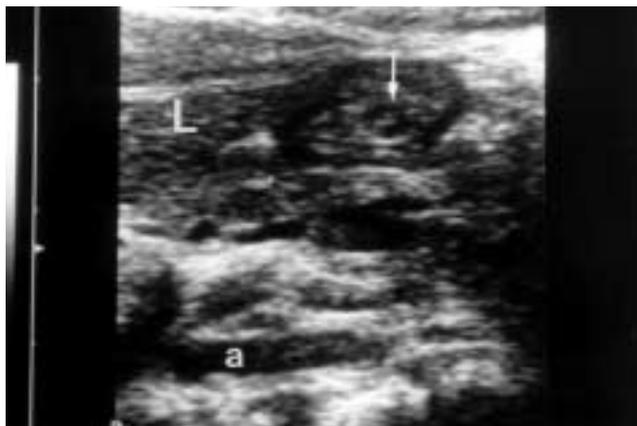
Ecografía abdominal. Corte longitudinal del antro gástrico mostrando una formación sólida, redondeada y con forma de anillo con un centro hiperecogénico (flecha); a (aorta); L (hígado).
